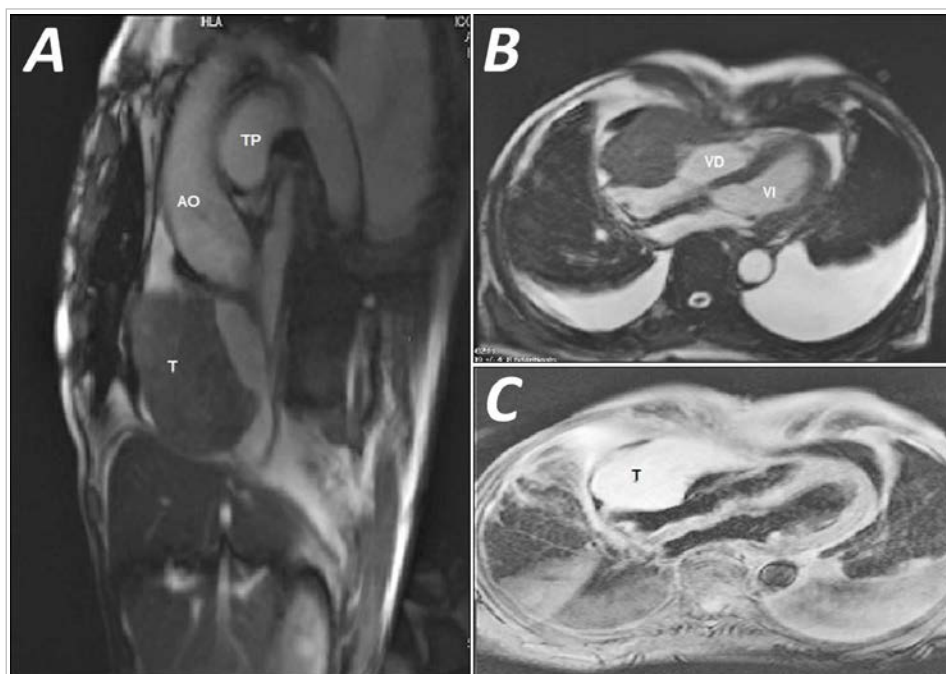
Contrast-enhanced cardiac magnetic resonance imaging. A. Sagittal cut. B and C. Transversal cut. A pericardial lymphoma is observed compressing right cavities. Abbreviations in Spanish: AO, aorta; VI, left ventricle; TP, pulmonary artery trunk; VD, right ventricle; T, tumor.
